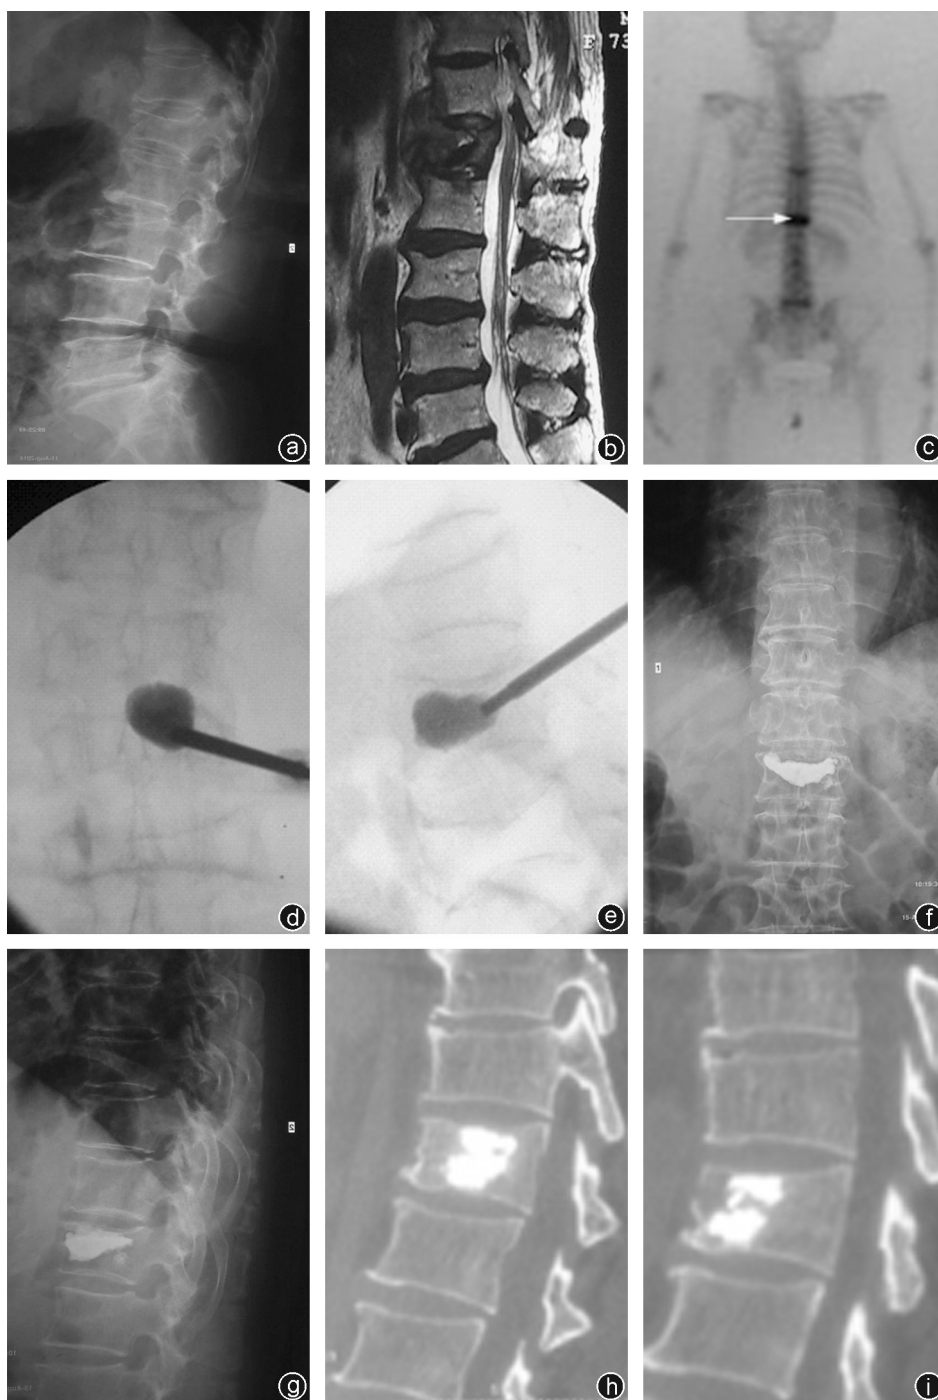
病人,女,55岁,L₁椎体转移癌 a:术前腰椎X线片提示L₁椎体压缩性改变;b:术前腰椎MRI提示L₁椎体病变;c:术前全身骨扫描提示L₁椎体转移癌;d:术中X线透视下球囊扩张;e:术中X线透视下注入骨水泥;f,g:术后复查腰椎正侧位X线片示压缩椎体高度得到明显恢复;h,i:术后3个月时复查病变椎体CT扫描可见压缩椎体高度得到明显恢复
